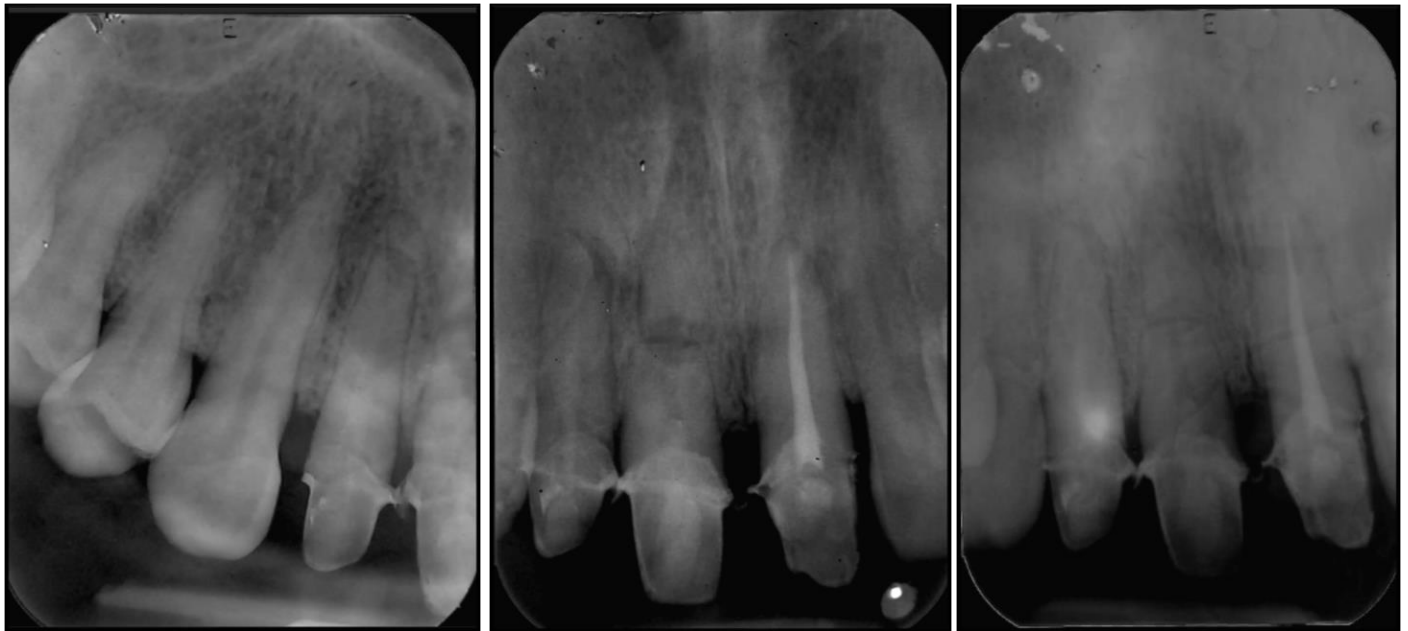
Radiografías periapicales de seguimiento. (01/04/2019)
